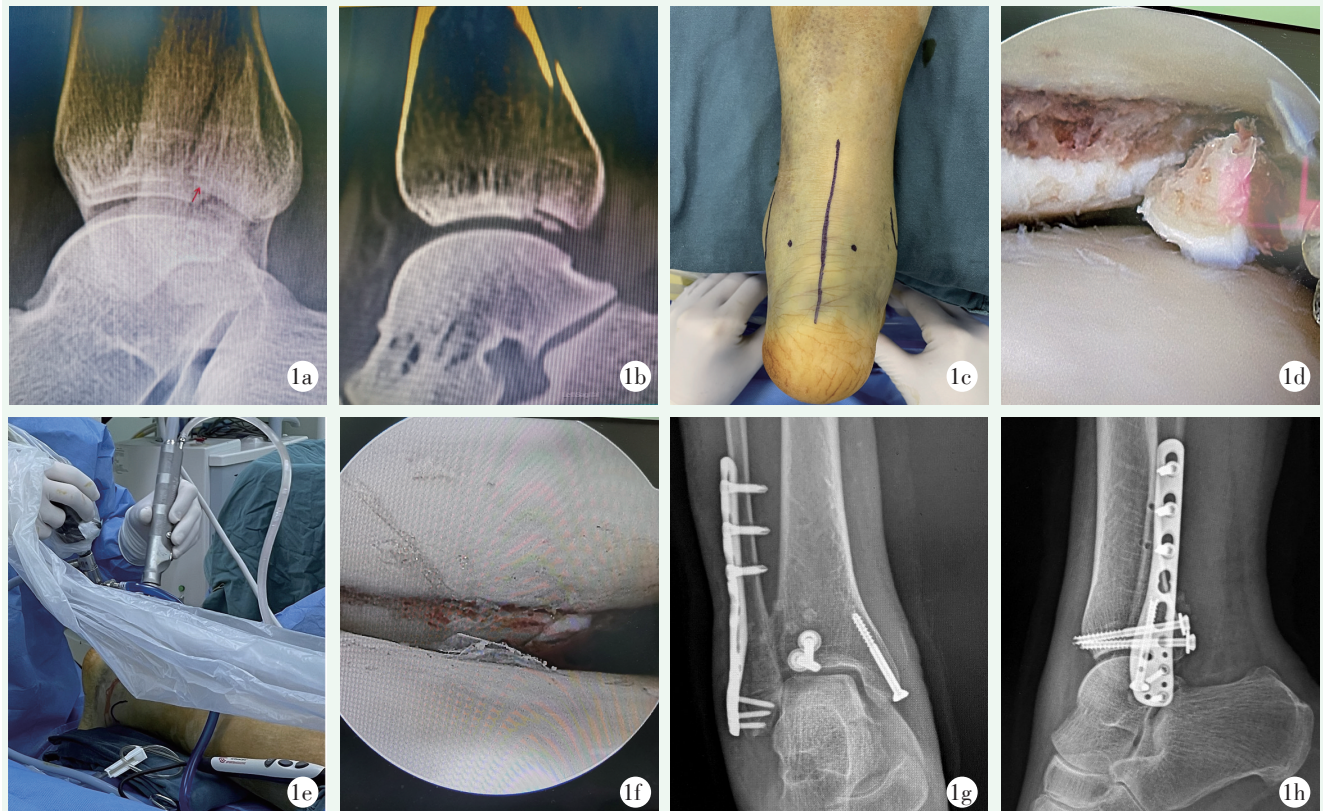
患者女性，51 岁，右踝关节旋前外旋型 IV 度骨折。1a: 术前侧位 X 线片显示后踝骨折块向近端移位；1b: 术前矢状面 CT 重建显示后踝骨折块移位形成 4 mm 台阶，合并关节内游离骨软骨碎块；1c: 关节镜后侧入路体表标识，平内踝尖水平，跟腱旁开 15~20 mm；1d: 关节镜示关节内游离的骨软骨碎块；1e: 术中取俯卧位，术者站立于足底侧操作；1f: 经皮复位后胫骨远端关节面台阶消失，恢复平整；1g: 术后 8 周正位 X 线片示骨折愈合；1h: 术后 8 周侧位 X 线片示胫骨远端关节弧形穹顶恢复平整，2 枚空心螺钉固定。
